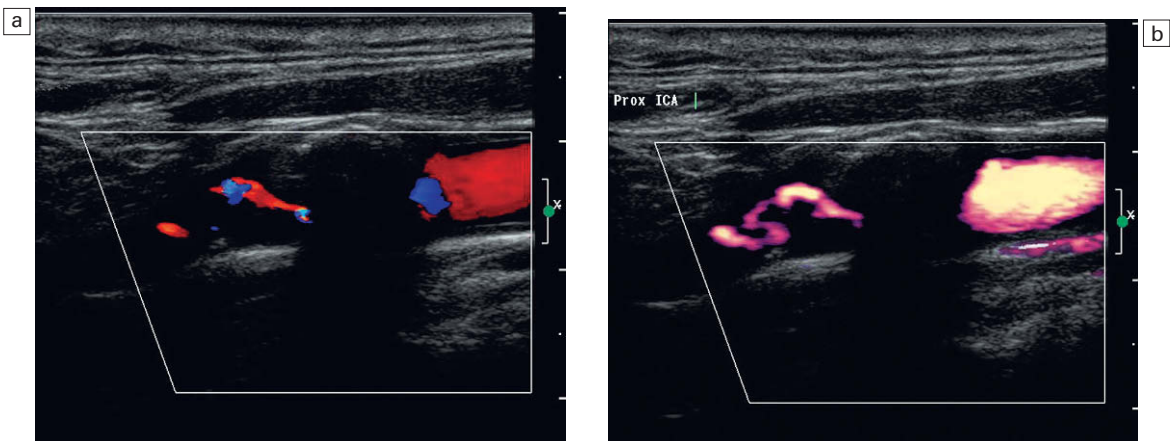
Un estrecho canal residual con Doppler color (a) y con el Doppler energía (b) que es más sensible para las señales más débiles y lentas, y que muestra la tortuosa luz residual más claramente.
